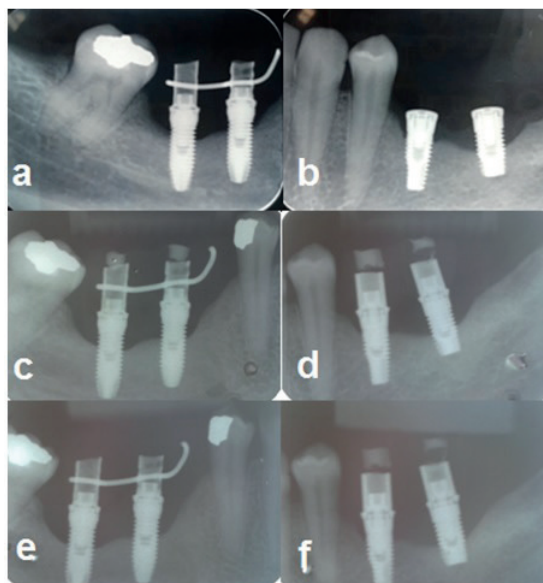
Radiografias periapicais das regiões das unidades 46, 45, 35 e 36, respectivamente, apresentando o início da perda óssea no ano de 2010 (a; b); no ano de 2011 (c; d) e no ano de 2012 (e; f).
